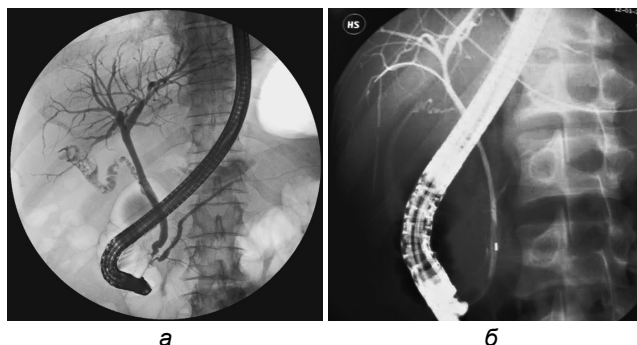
Рентгенологическая картина при выполнении ЭРХПГ: а) по традиционной схеме; б) ЭРХПГ по модифицированной методике без рефлюкса в панкреатический проток
